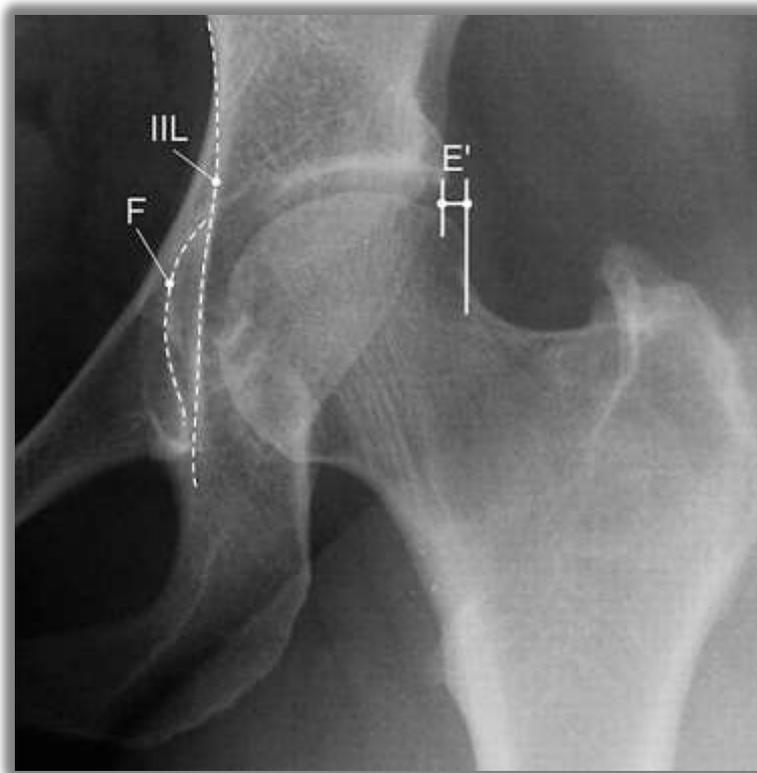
Radiographie présentant une coxa profunda chez une femme de 29 ans : la fosse acétabulaire (F) et la ligne ilio-ischiatique se touchent et/ou se chevauchent. La portion non couverte de la tête fémorale (E) diminue⁶⁴.
